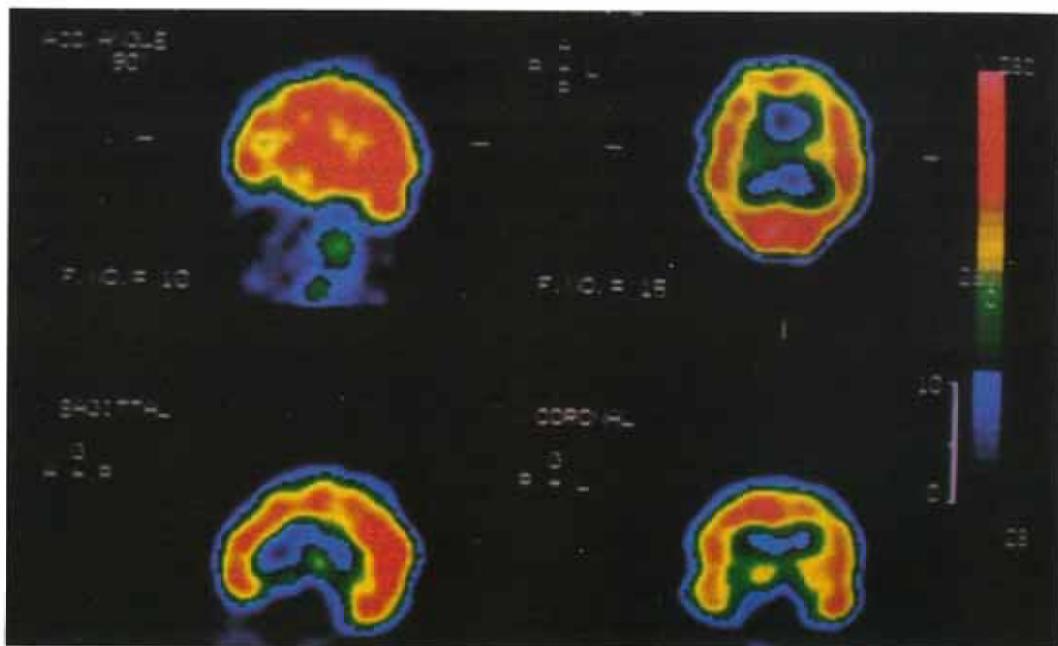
The controlled IMP-SPECT study was almost normal, and no abnormal uptake was shown.
